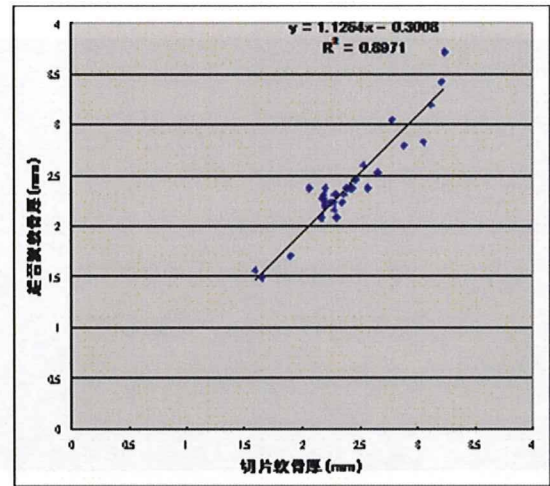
12 切片軟骨厚 (Tc) と超音波測定軟骨厚 (Tc-US) の関係
